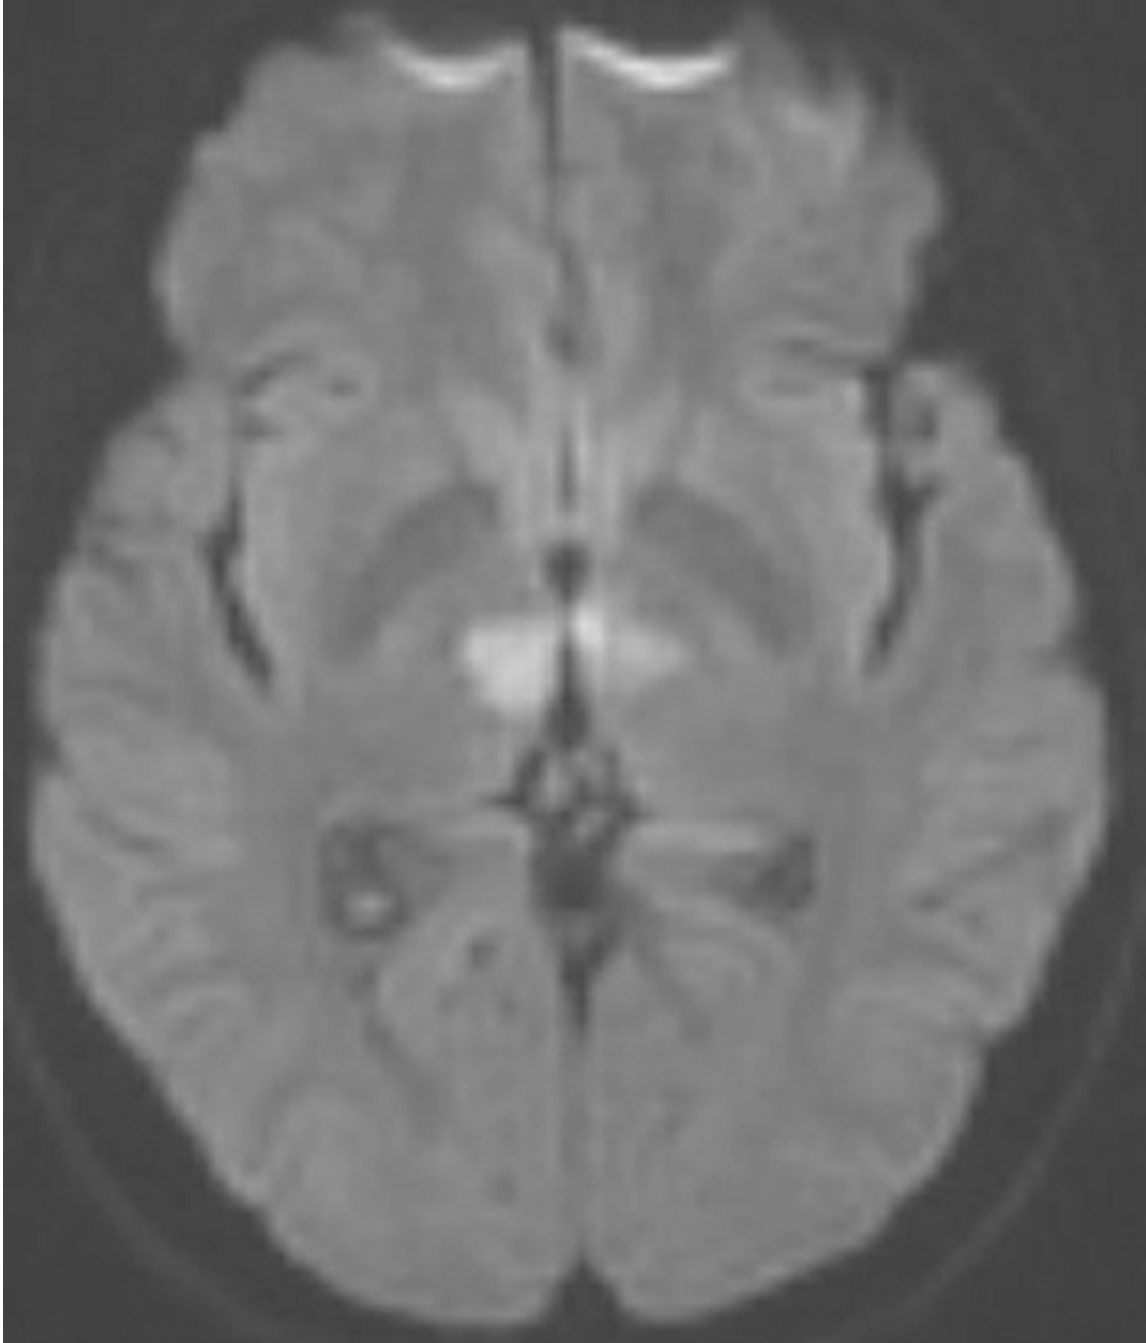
RMN axial ponderada por difusión.
